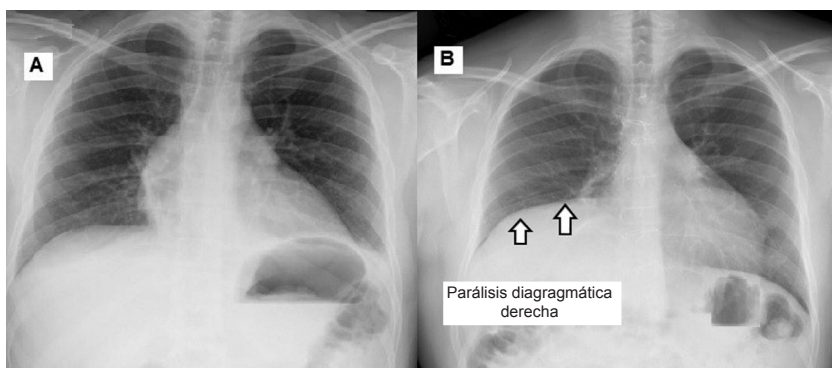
Radiografía de tórax prequirúrgica (A), Parálisis diafragmática derecha (B).
